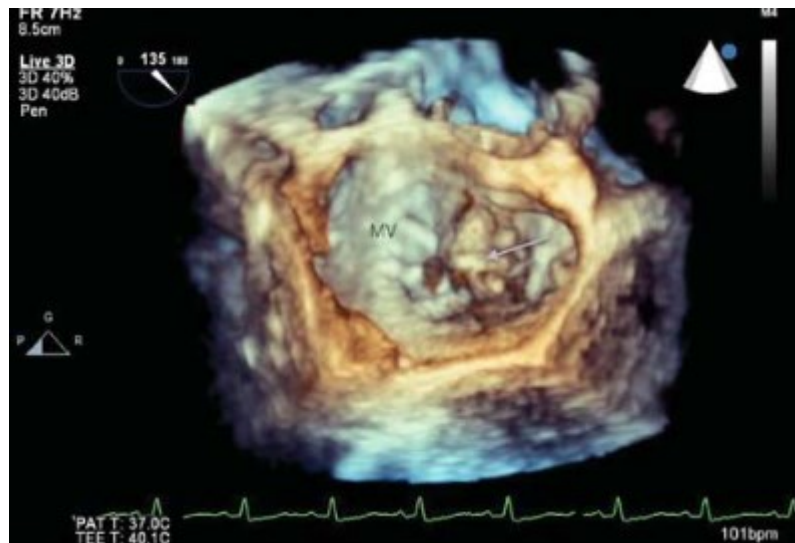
Ecocardiograma transesofágico (ETO) ilustrando uma vegetação na válvula mitral, representado pela seta (Martinez & Valchanov, 2012).
